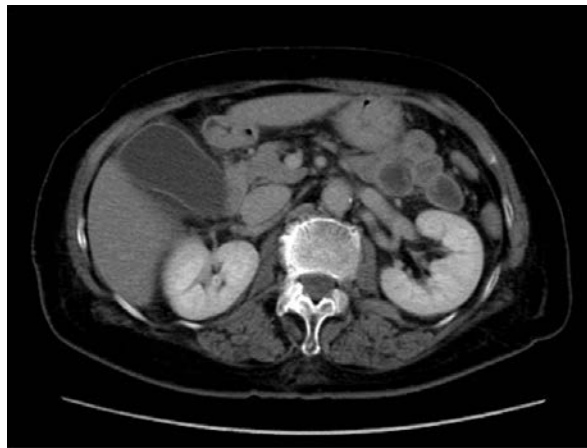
第2病日の造影 CT. 胆嚢壁の肥厚を認める.
